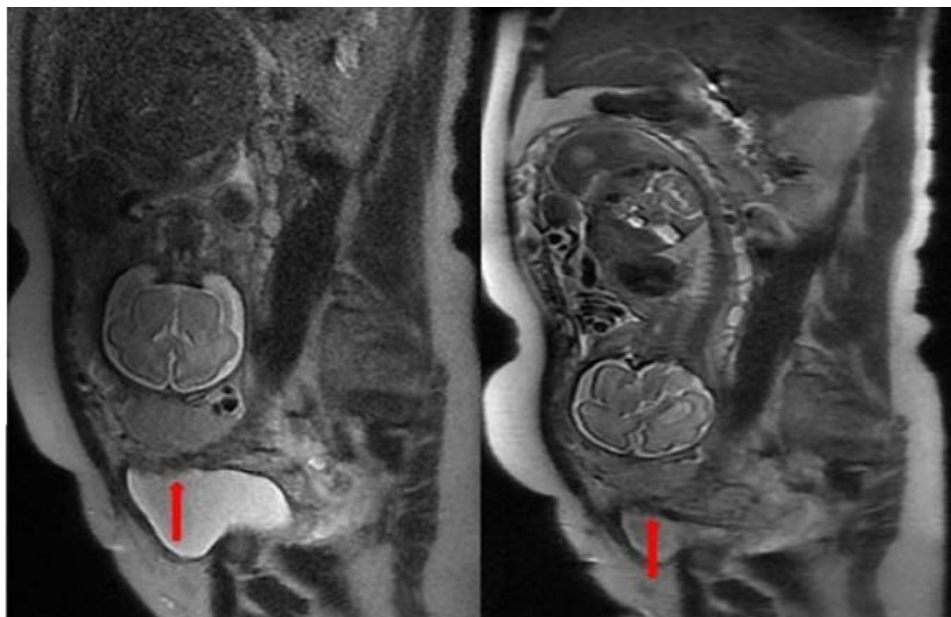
IRM placentaire en coupe sagittale en séquence T2 :perte de l'hyposignal T2 Utérovesical avec extension du tissu placentaire à la vessie en flèche rouge(service de radiologie CHU Mohamed VI de Marrakech) :
